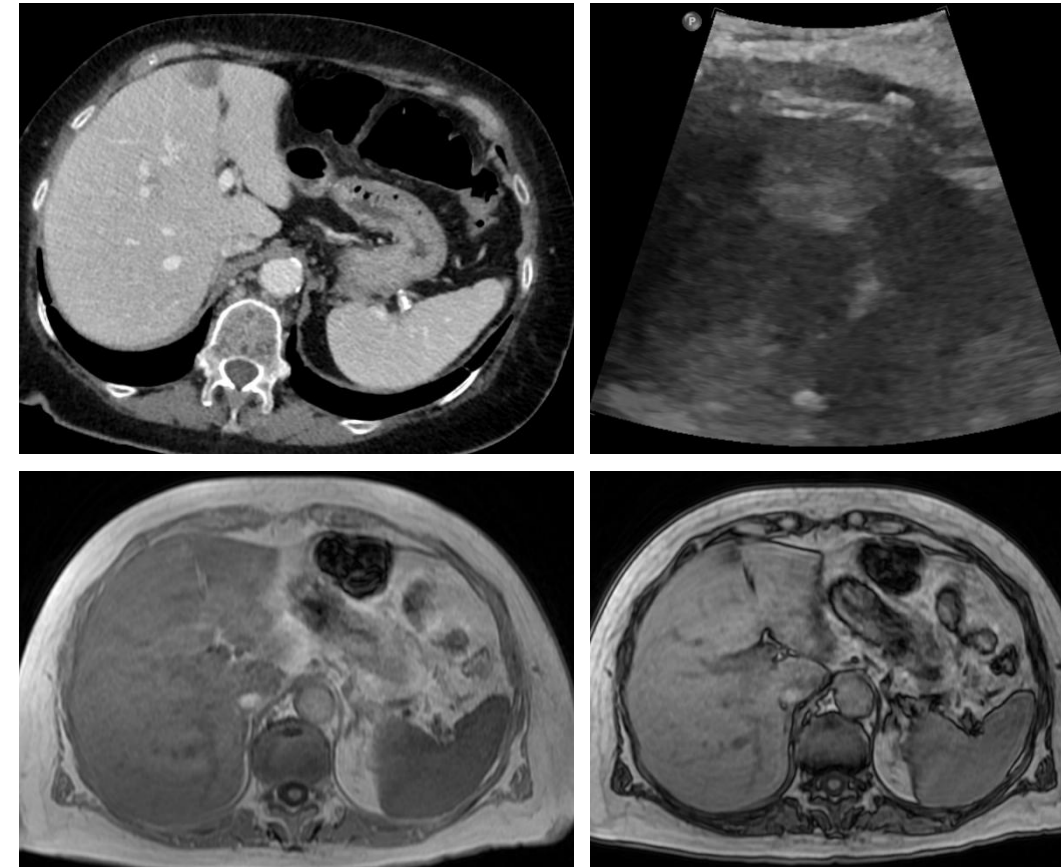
Paciente de 50 años con reciente diagnóstico de neoplasia de recto. TC abdominal en fase venosa muestra pseudolesión nodular e hipodensa adyacente a ligamento falciforme; que plantea el diagnóstico diferencial con metástasis. En ecografía corresponde con lesión nodular hiperecogénica bien definida y en RM presenta pérdida de señal en fuera de fase, concordante con zona de esteatosis focal en topografía de venas de Sappey
